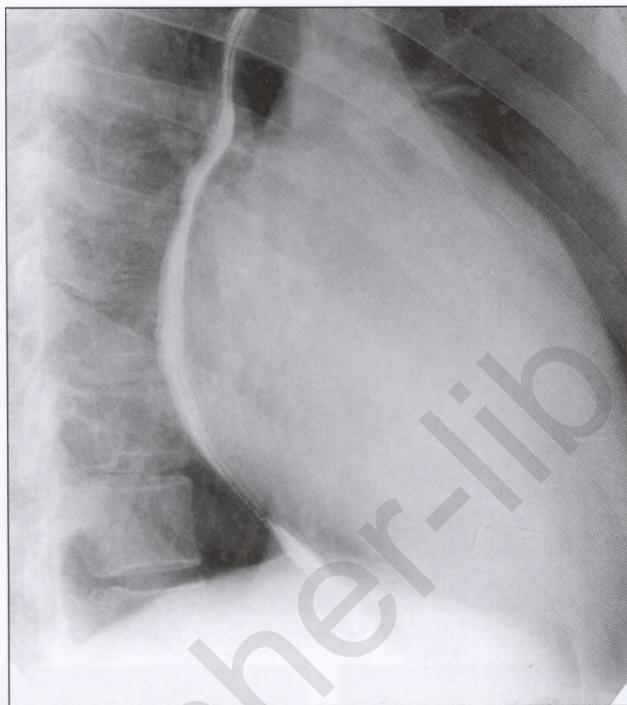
Рентгенограмма органов грудной клетки (боковая проекция) при стенозе легочной артерии (оттеснение гипертрофированным сердцем контрастированного пищевода с заполнением ретрокардиального пространства)
